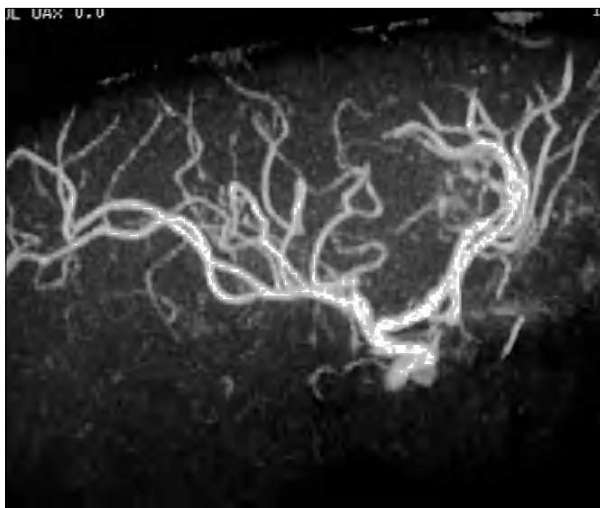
Angiorresonancia cerebral en la que se observa la presencia de una malformación arteriovenosa alimentada por ramas de la arteria cerebral anterior derecha.
